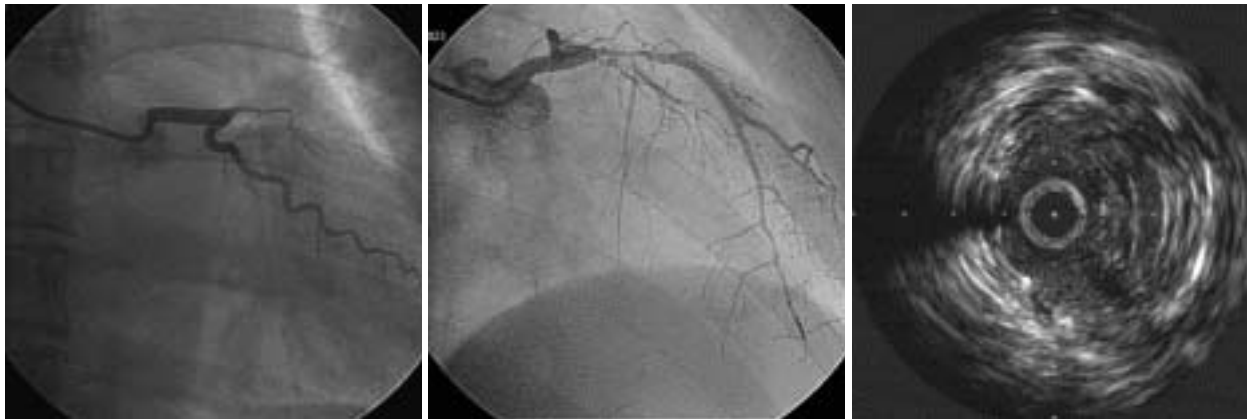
Angiograms and intravascular ultrasound image after the initial late thrombotic episode
